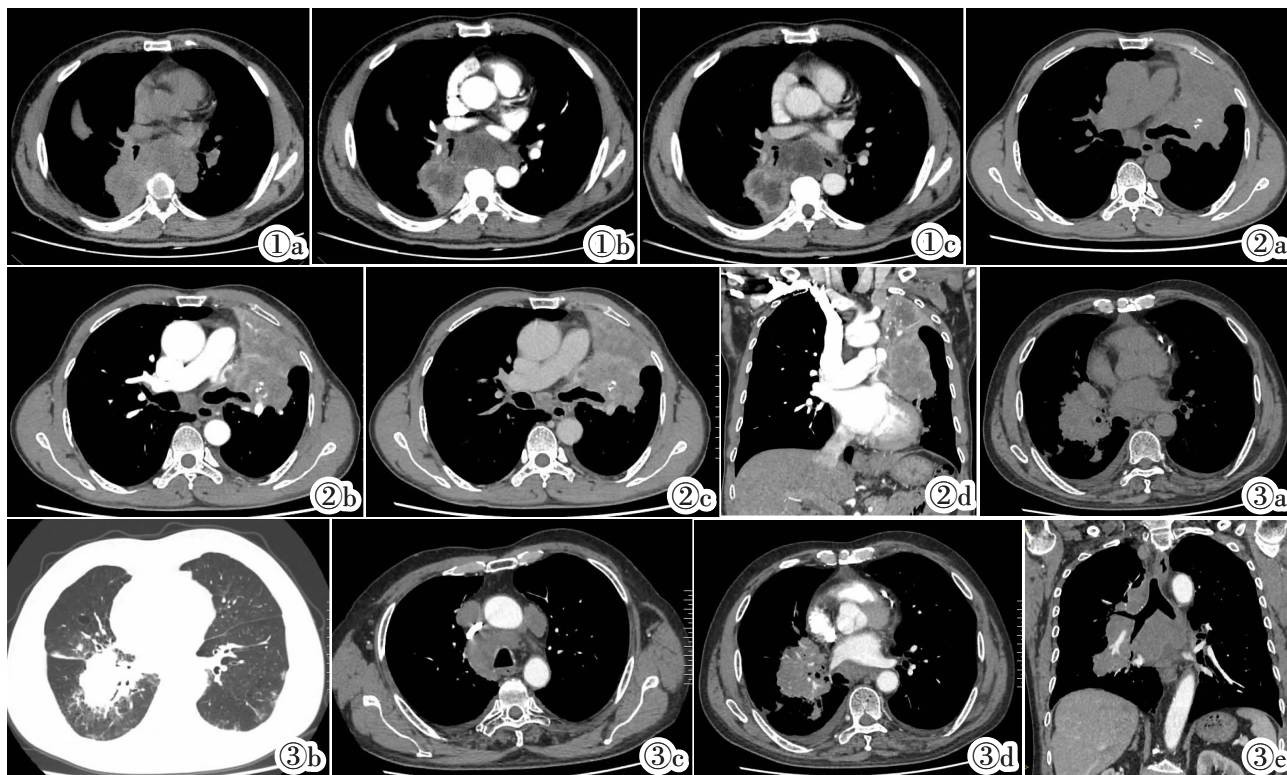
肺癌伴纵隔淋巴结转移低分化病例。图 1a:CT 平扫纵隔窗横断位示右肺下叶肿块影,下叶支气管阻塞;纵隔淋巴结增大;图 1b, 1c:胸部 CT 增强扫描动脉期病变不均匀明显强化,纵隔淋巴结不均匀强化,与邻近肿块分界不清。图 2 肺癌伴纵隔淋巴结转移中分化病例。图 2a:CT 平扫纵隔窗横断位示左肺上叶肿块影,上叶支气管阻塞,其内见点状钙化,以远见不张肺组织;图 2b:胸部 CT 增强扫描动脉期肿块不均匀中度强化,CT 值约 72 HU,左上肺静脉可见栓子形成;图 2c:胸部 CT 增强扫描静脉期肿块强化稍减退,CT 值约 62 HU;图 2d:CT 平扫纵隔窗冠状位可见肿块影部分边界欠清。图 3 肺癌伴纵隔淋巴结转移高分化病例。图 3a:CT 平扫纵隔窗横断位示右肺下叶肿块影,下叶支气管阻塞,右侧胸腔积液;图 3b:CT 平扫肺窗横断位示右肺下叶肿块影,可见分叶及毛刺,下叶支气管阻塞;图 3c:胸部 CT 增强扫描纵隔多发淋巴结转移;图 3d:动脉期肿块不均匀轻度强化;图 3e:CT 增强纵隔窗冠状位显示右下肺纵隔影及肺门、纵隔多发淋巴结。
